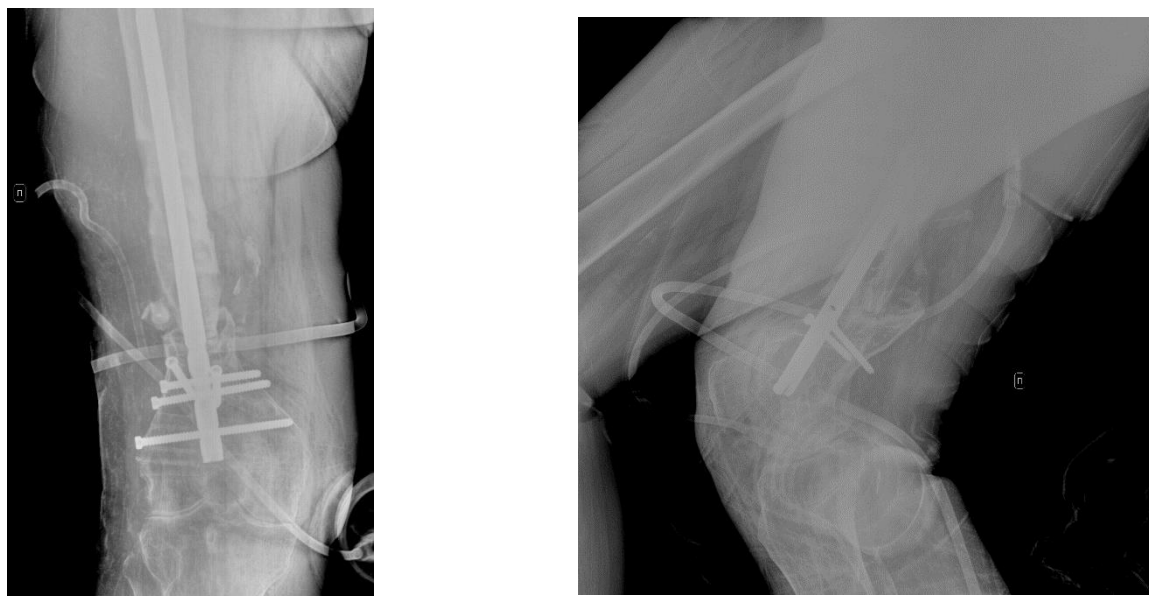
Послеоперационная рентгенограмма правой бедренной кости.
